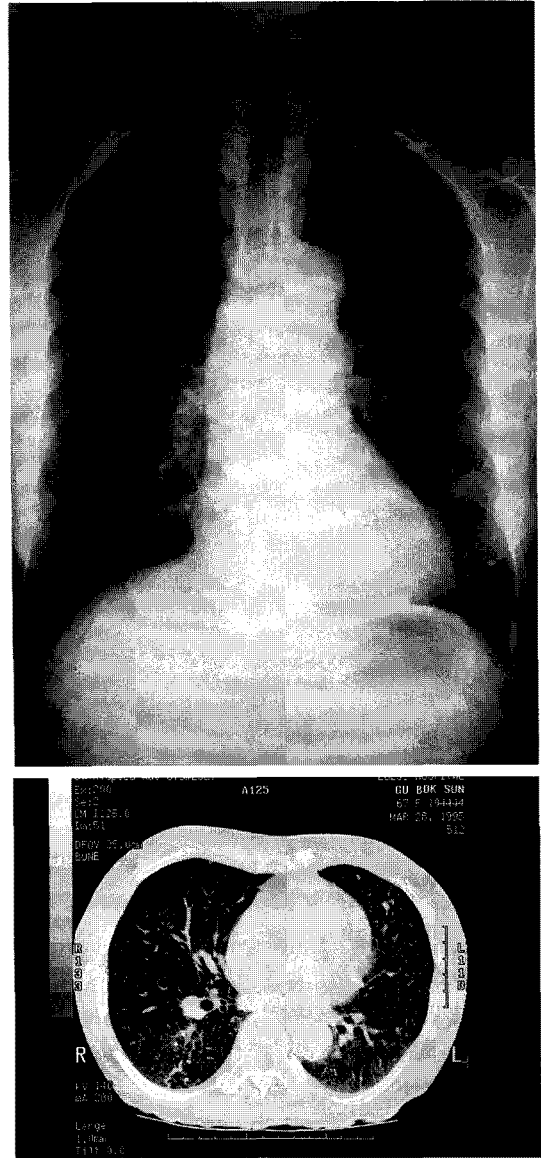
Normal findings of simple X-ray (after 6 months) and HRCT findings(after 24 days) after anti-tuberculosis treatment. HRCT shows decreased numbers of miliary nodules and consolidations.
